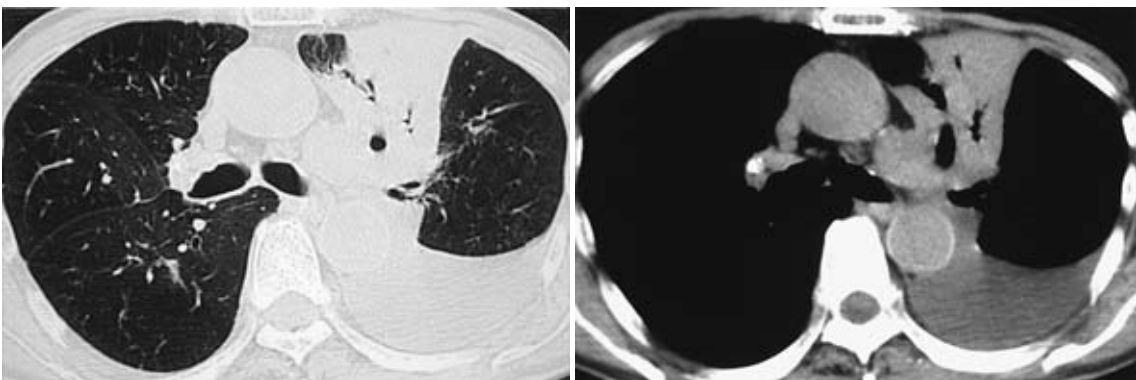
(C) Chest CT scan on October 11, 2006 showing an enlarged mass and increased pleural effusion.
